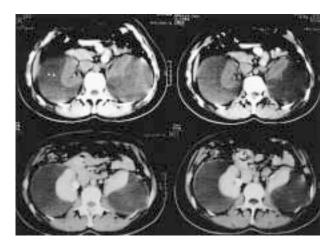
Caso 1: Tomografía axial computarizada de abdomen. Se observan colecciones perirrenales con densidad de 11 unidades Hounsfield.
